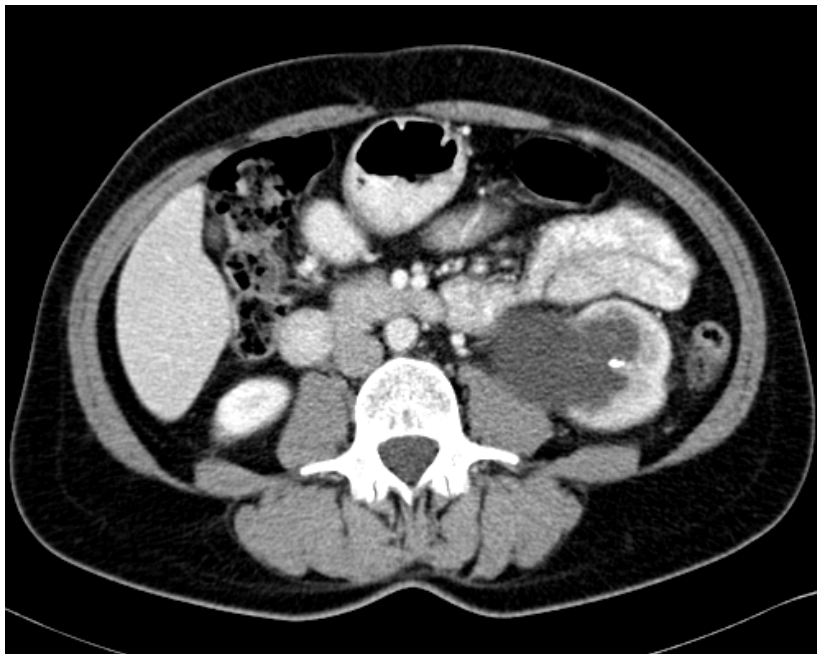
Paciente de 43 años en estudio por cólico nefrítico. En corte axial de TAC abdominal se observa una litiasis renal izquierda.
